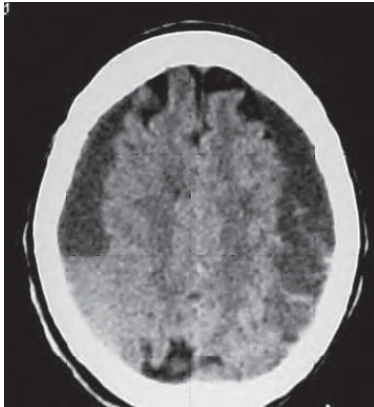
/5. TAC de cráneo. Hematoma subdural crónico bilateral.
